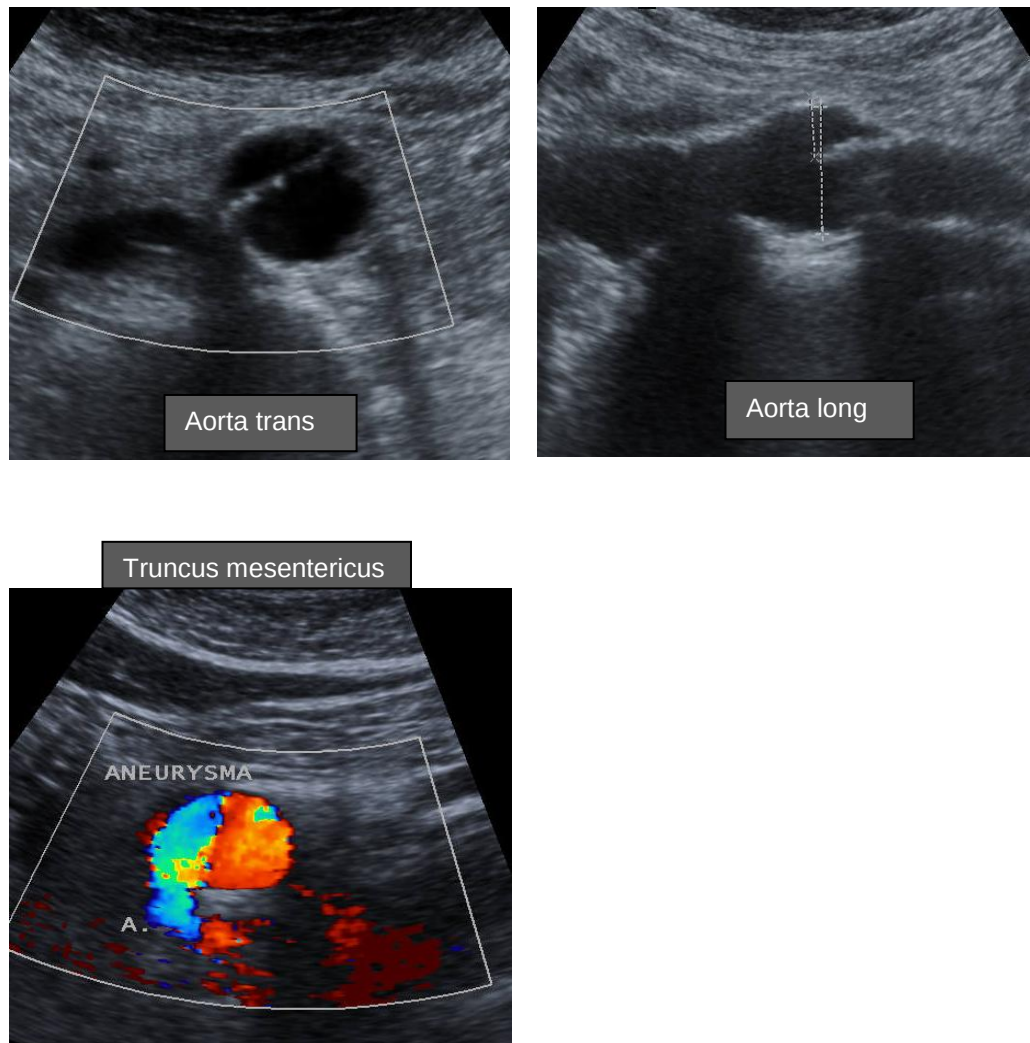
Sonographiebilder von verschiedenen Aneurysmen
